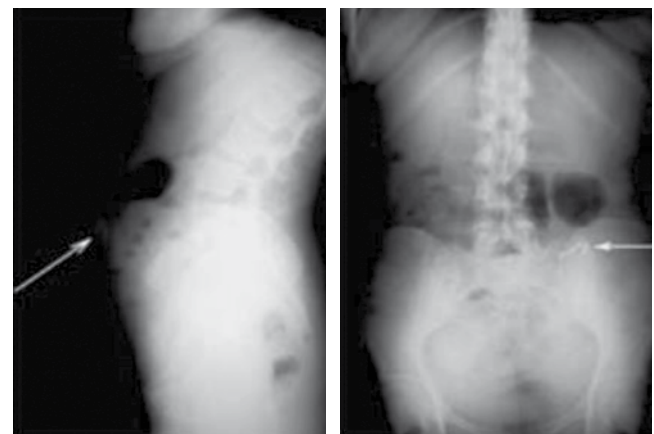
Marcador radioopaco en radiografía de abdomen.
